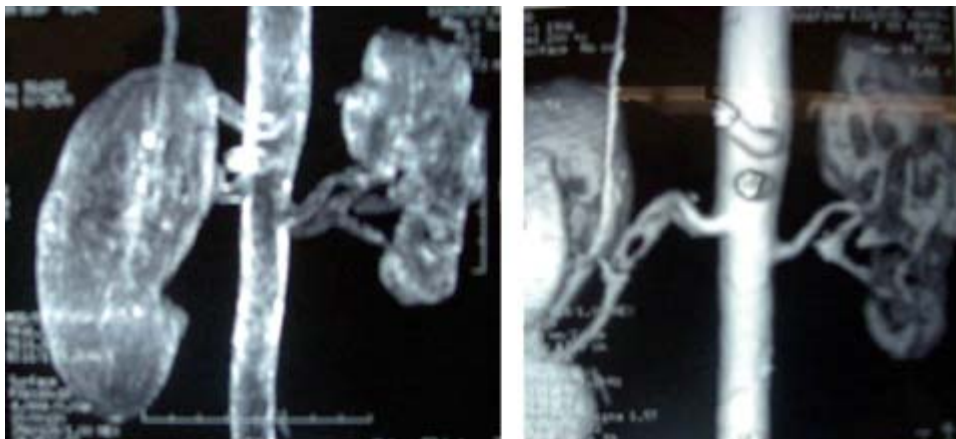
Resonancia magnética que demuestra la hipoplasia del riñón izquierdo.
